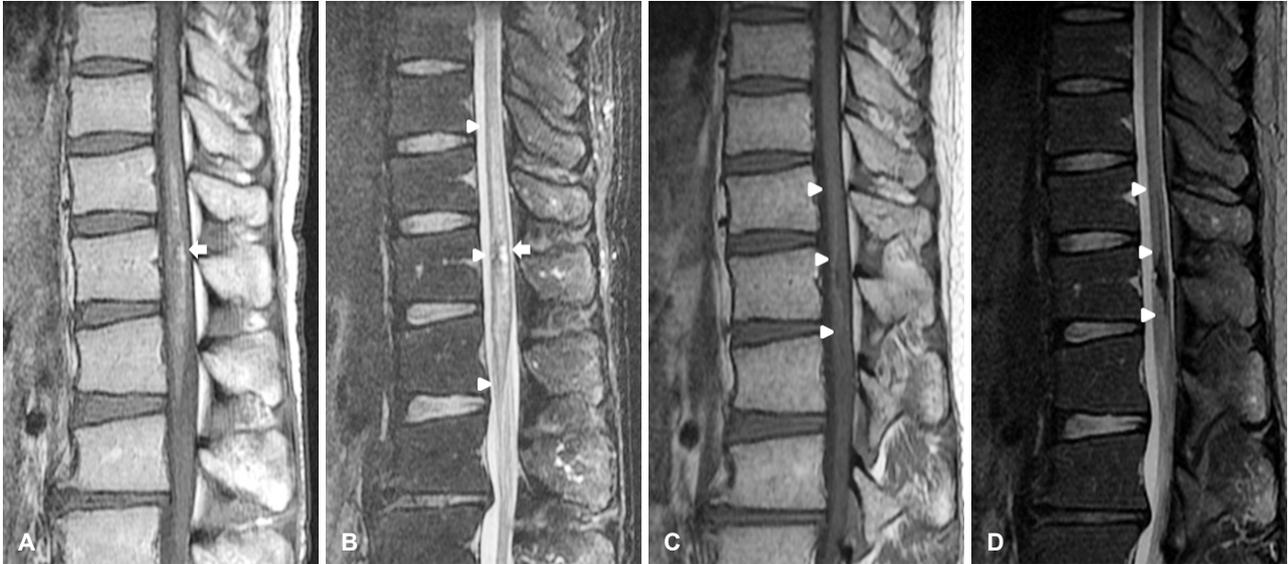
Sagittal images of thoraco-lumbar spine MRI at the time of recurrence of myelopathy (A, B) and at the follow-up after 2 months (C, D). T1-weighted image shows linear internal hyperintense lesion with focal dark signal intensity suggesting hemorrhage in T10-L1 (A, arrow). Ill-defined hyperintense lesion is shown in T10-L1 at T2WI (B, arrow heads). The previous T2 hyperintense lesion has changed into T1 intermediate to low (C, arrow heads) and T2 dark (D, arrow heads).
